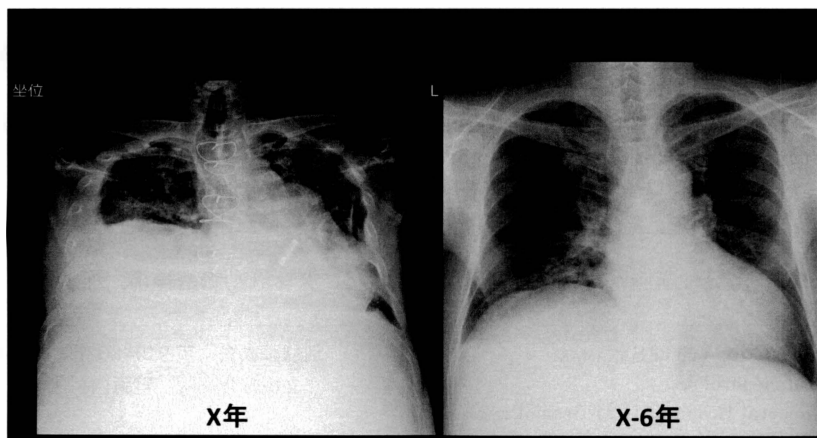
胸部X線(X年, X-6年)。6年間で横隔膜の挙上が明らか。
